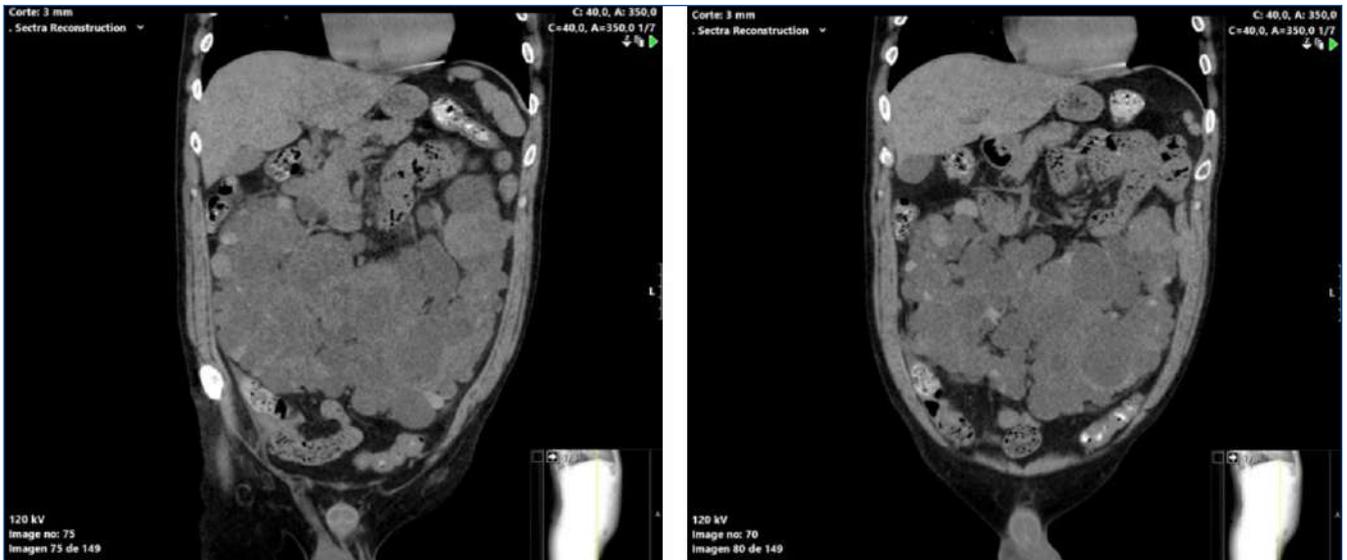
Cortes coronales de tomografía axial computarizada donde se observan fusión de ambos riñones poliquisticos y su posición anterior en el abdomen (v. línea de topograma en esquina inferior derecha).
